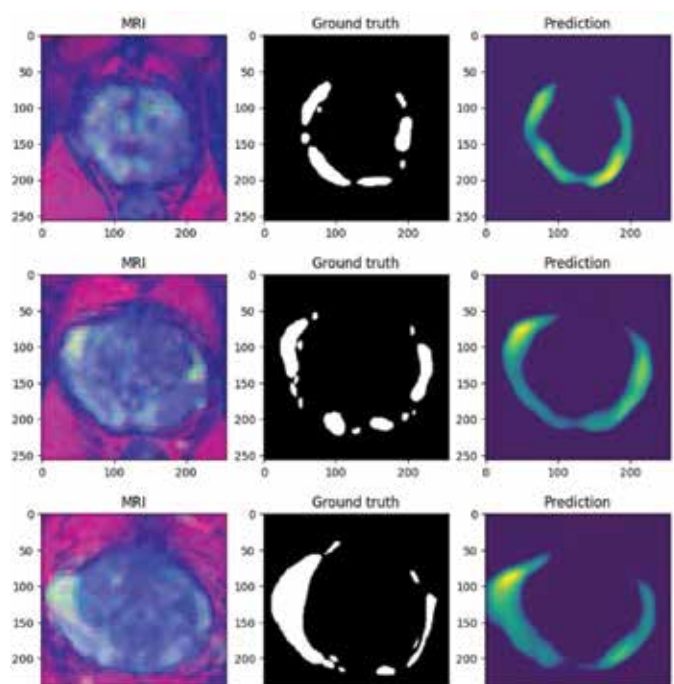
Изображения магнитно-резонансной томографии, используемые для обучения нейросети
